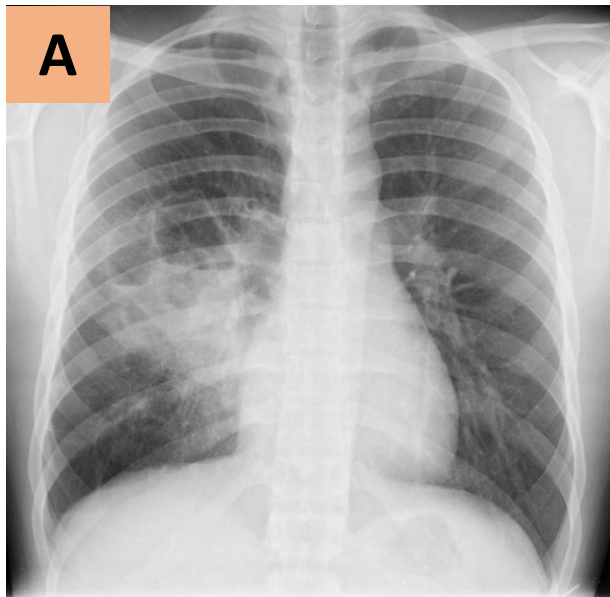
Ejemplos de CPAM en dos pacientes. Radiografía de tórax (A) y TC torácico con ventana pulmonar (B) en un varón de 22 años con fiebre y dolor pleurítico derecho que muestran una consolidación de espacio aéreo con lesiones aéreas en su interior en LID. TC torácico con ventana pulmonar (C) en un varón de 45 años con tos y dolor pleurítico izquierdo que muestra una consolidación de espacio aéreo asociada a lesiones, alguna mayor de 2 cm., en el segmento basal posterior del LII. En ambos casos el diagnóstico anatomo-patológico de la pieza de lobectomía demostró CPAM tipo 1, con cambios inflamatorios y reparativos.
